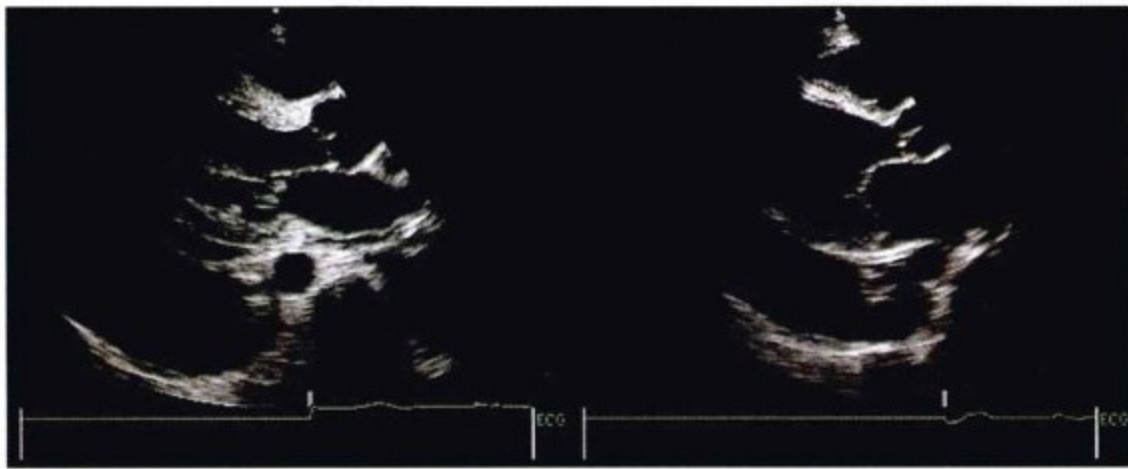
经胸超声心动图,胸骨旁长轴位。左图,在心脏后方和降主动脉后方可见一充满积液的腔——左侧胸膜渗出。右图,心脏后方可见两个充满积液的腔——降主动脉前方的为心包积液,降主动脉后方的充满积液的腔——左侧胸膜渗出。确定积液和降主动脉的关系很关键。
